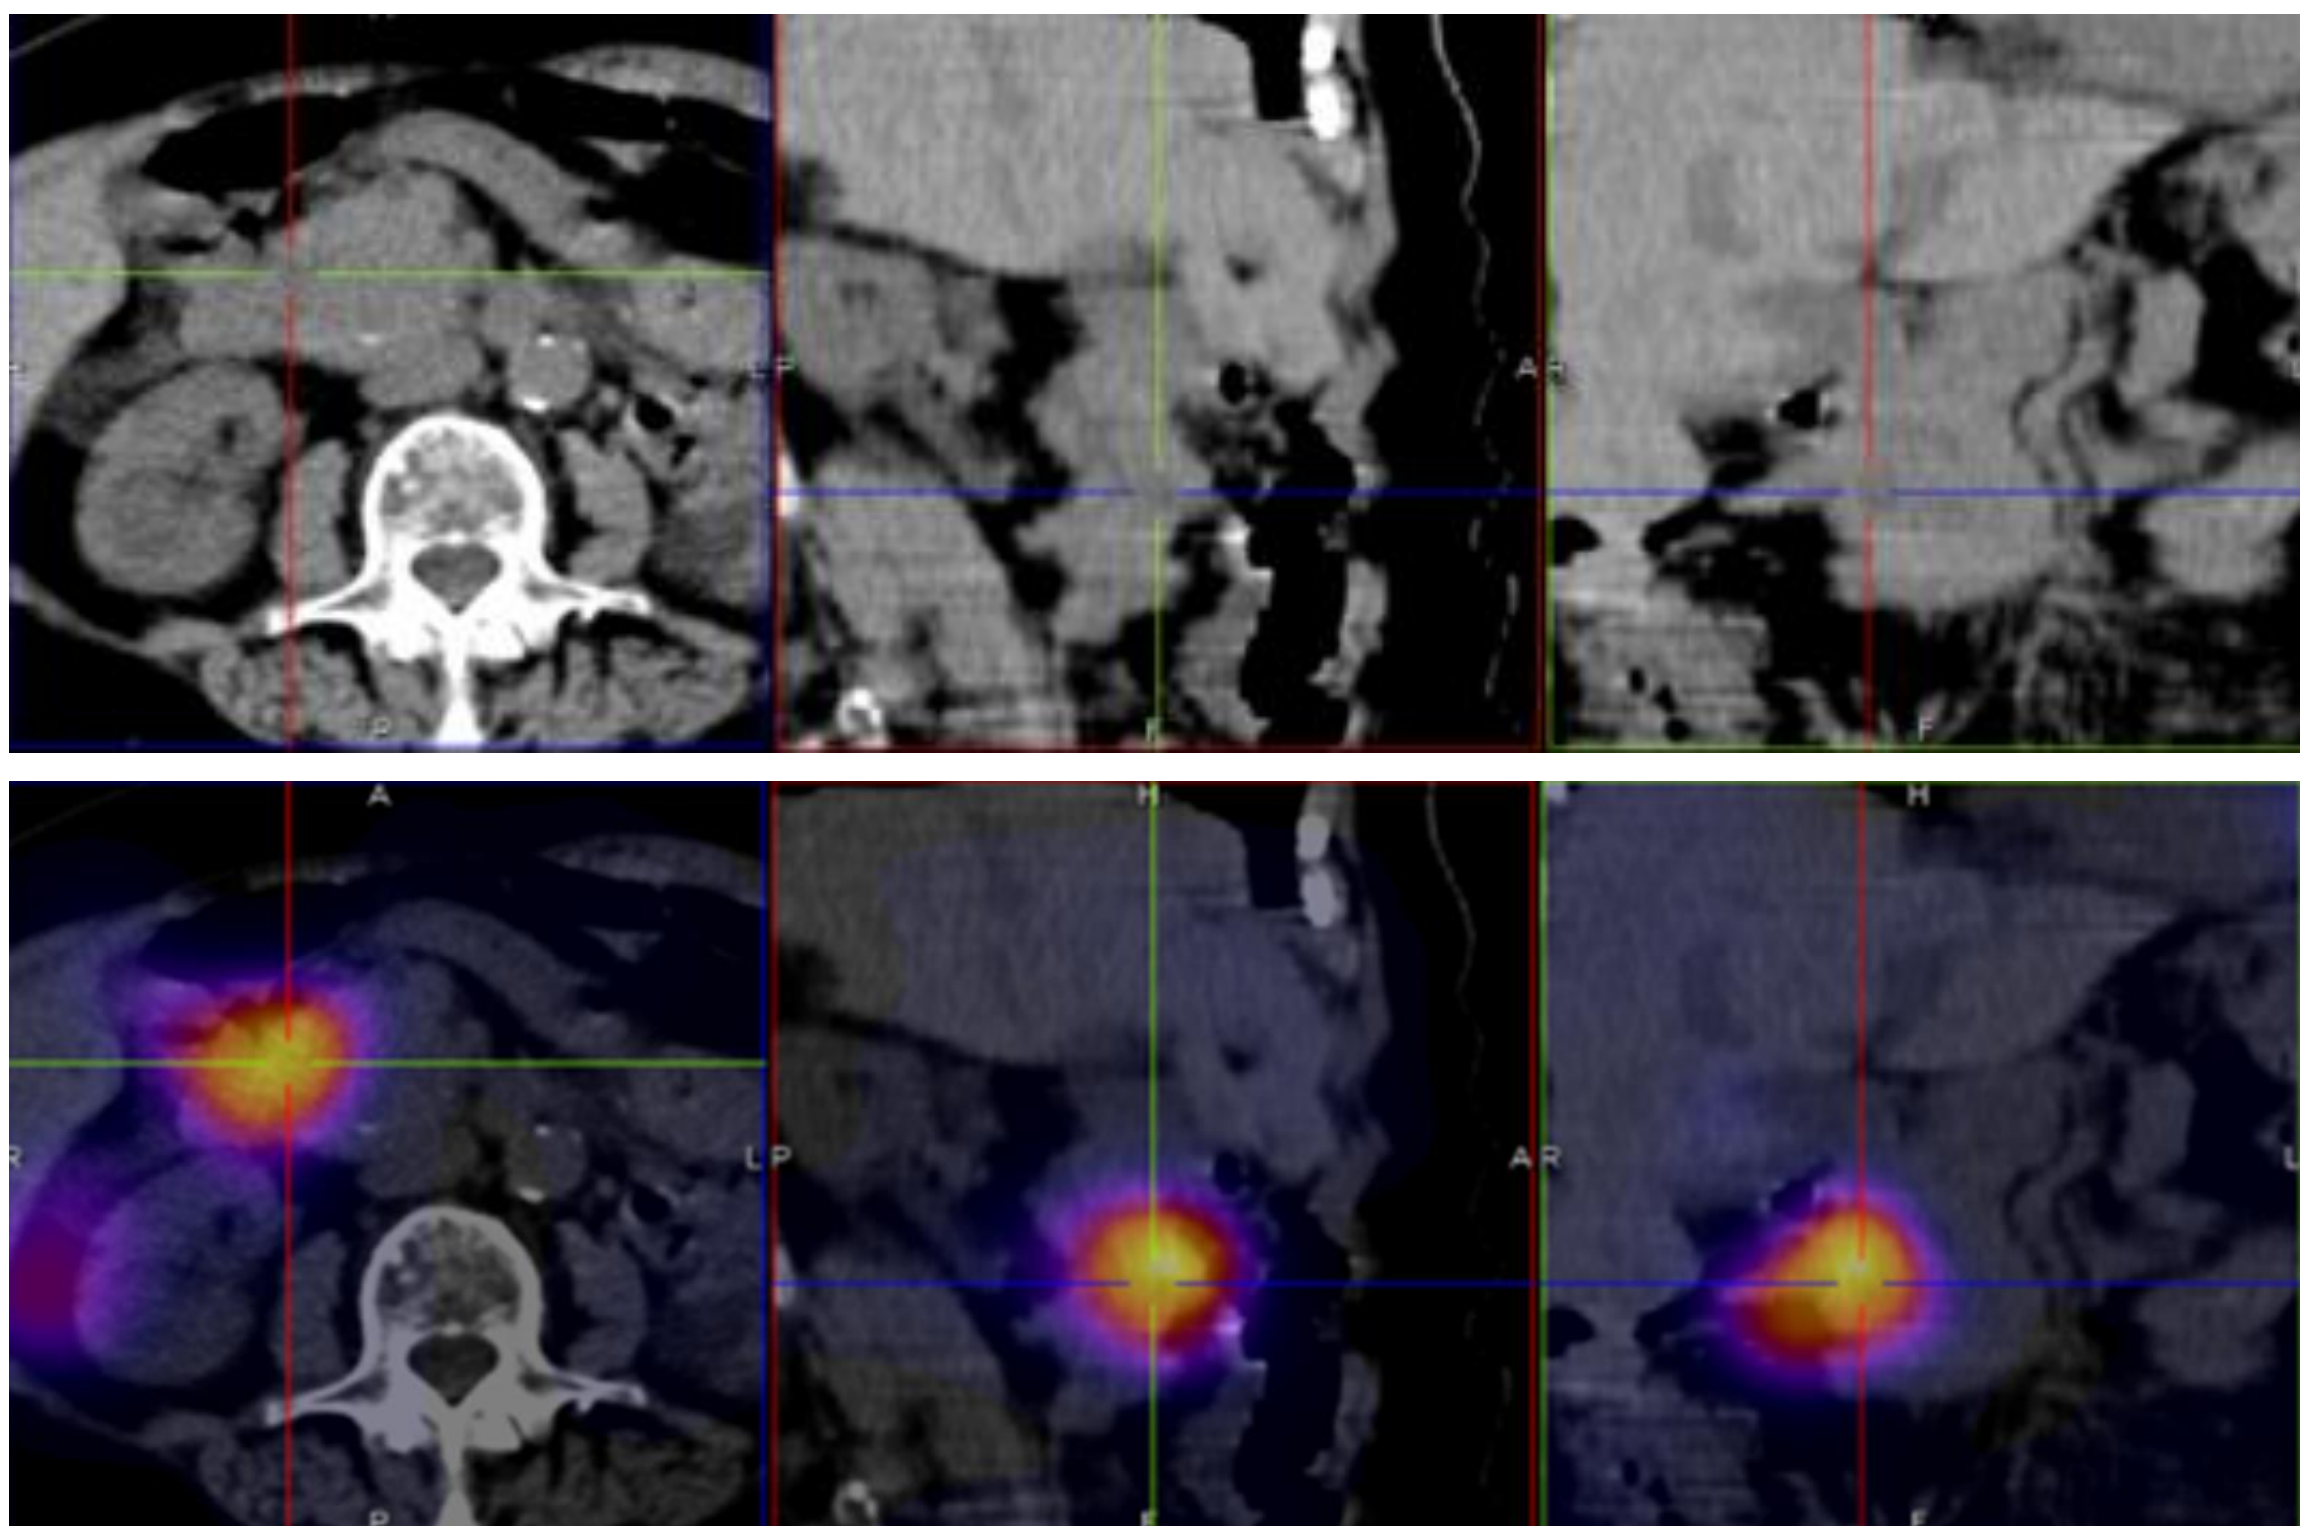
Scintigraphie à l'Octreoscan® . TEMP-TDM abdominale : Fixation de la masse pancréatique
